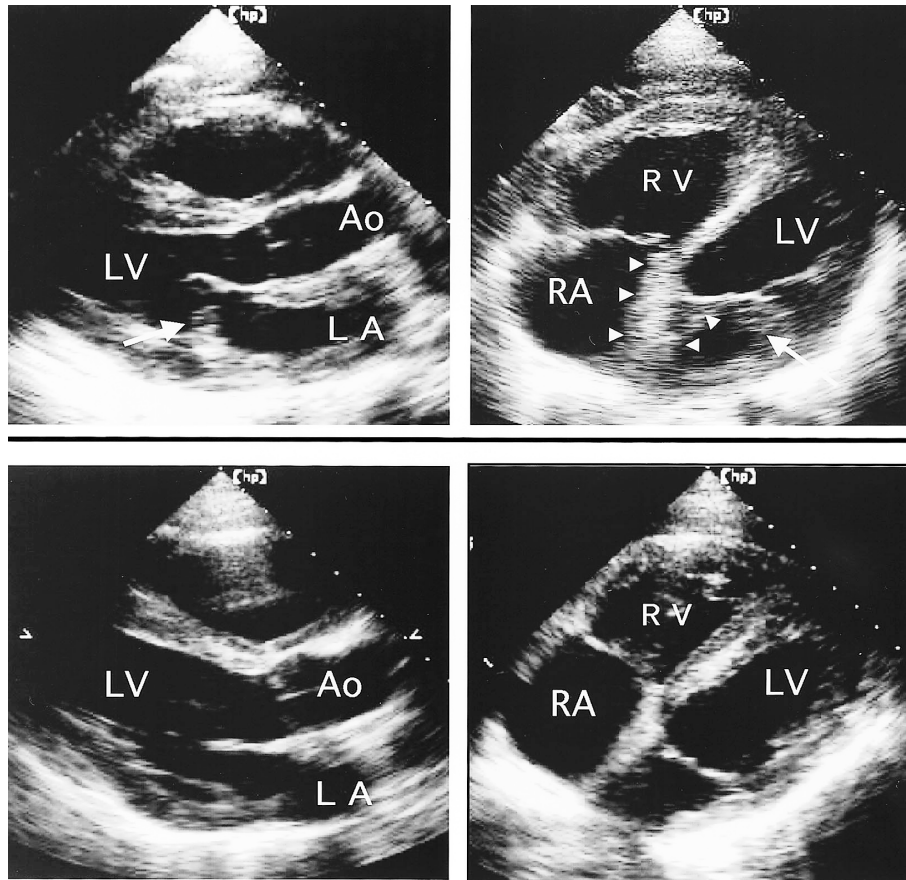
Two-dimensional echocardiograms at second admission
